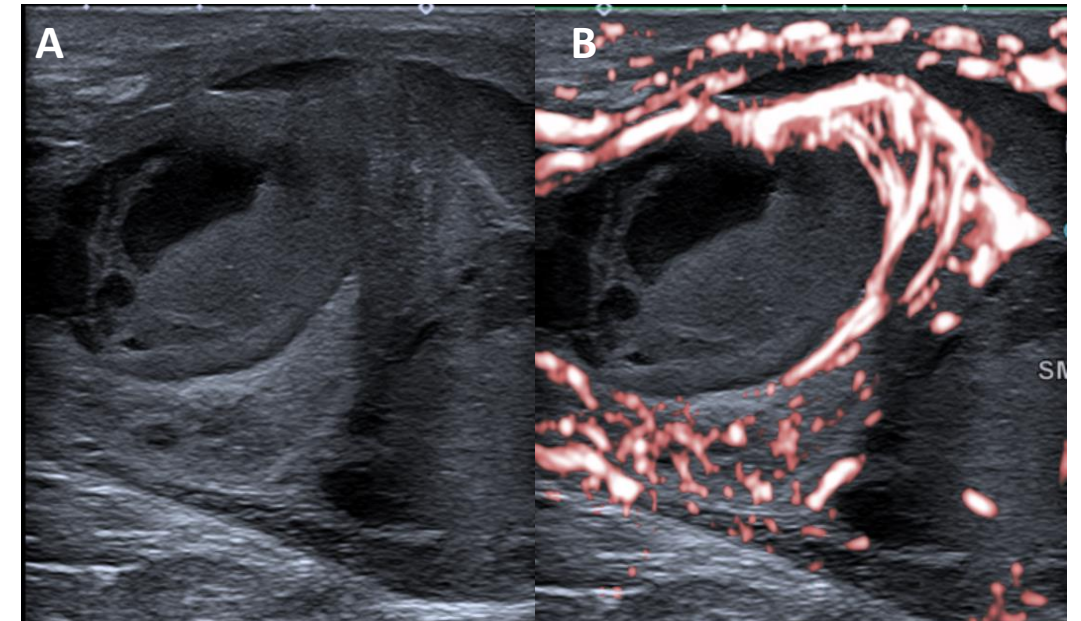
Imagen A: Modo B: muestra imagen focal heterogénea con áreas anecoicas. Imagen B: Modo Power Doppler: la lesión es avascular demostrando marcada vascularización periférica.
